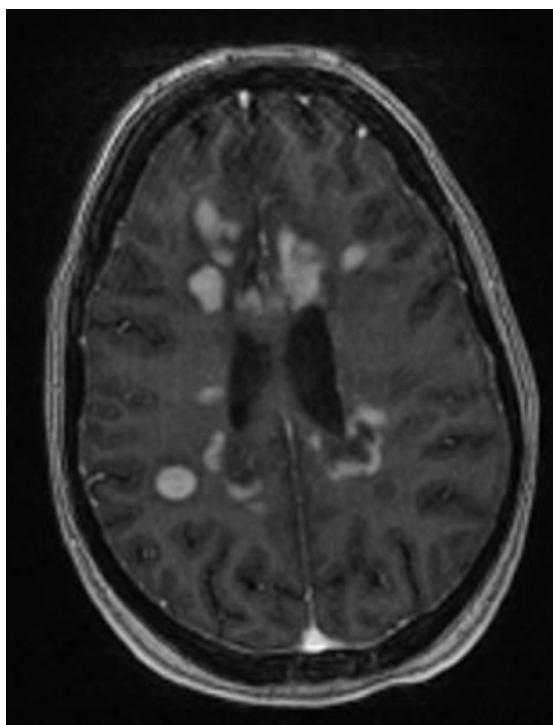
RM cerebral. Corte axial. Secuencia T1+Gadolinio. Se aprecian múltiples lesiones activas, captantes de gadolinio en forma nodular y de anillo incompleto.
